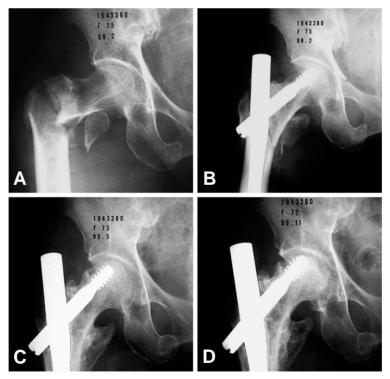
76-year-old-female (case2). (A) Anteroposterior radiograph of the right hip shows displaced intertrochanteric fracture. (B) Immediate postoperative radiograph shows anatomical reduction with slight superior placement of lag screw. (C) One year follow-up radiograph shows healed fracture site. (D) Two year follow-up radiograph shows collapsed head and the penetration of the lag screw into the joint.
